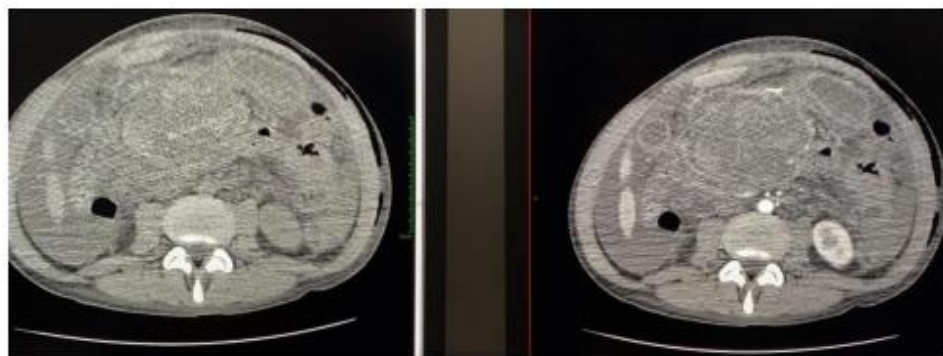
Contrast-enhanced abdominal computed tomography highlights low-attenuation multiloculated collection surrounded by a well-defined enhancing wall in the omental bursa (A. Without contrast-enhancement; B. With contrast-enhancement).
